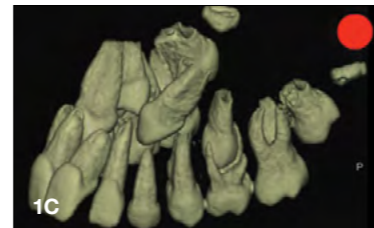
1А: Нпрорезавшиеся клыки, лежащие в центре альвеолярного гребня, или клыки, прорезавшиеся с щечной стороны, можно вытянуть методом экструзии посредством самолигирующих брекетов, если по вертикали они расположены в пределах цервикальной трети корней соседних зубов.
